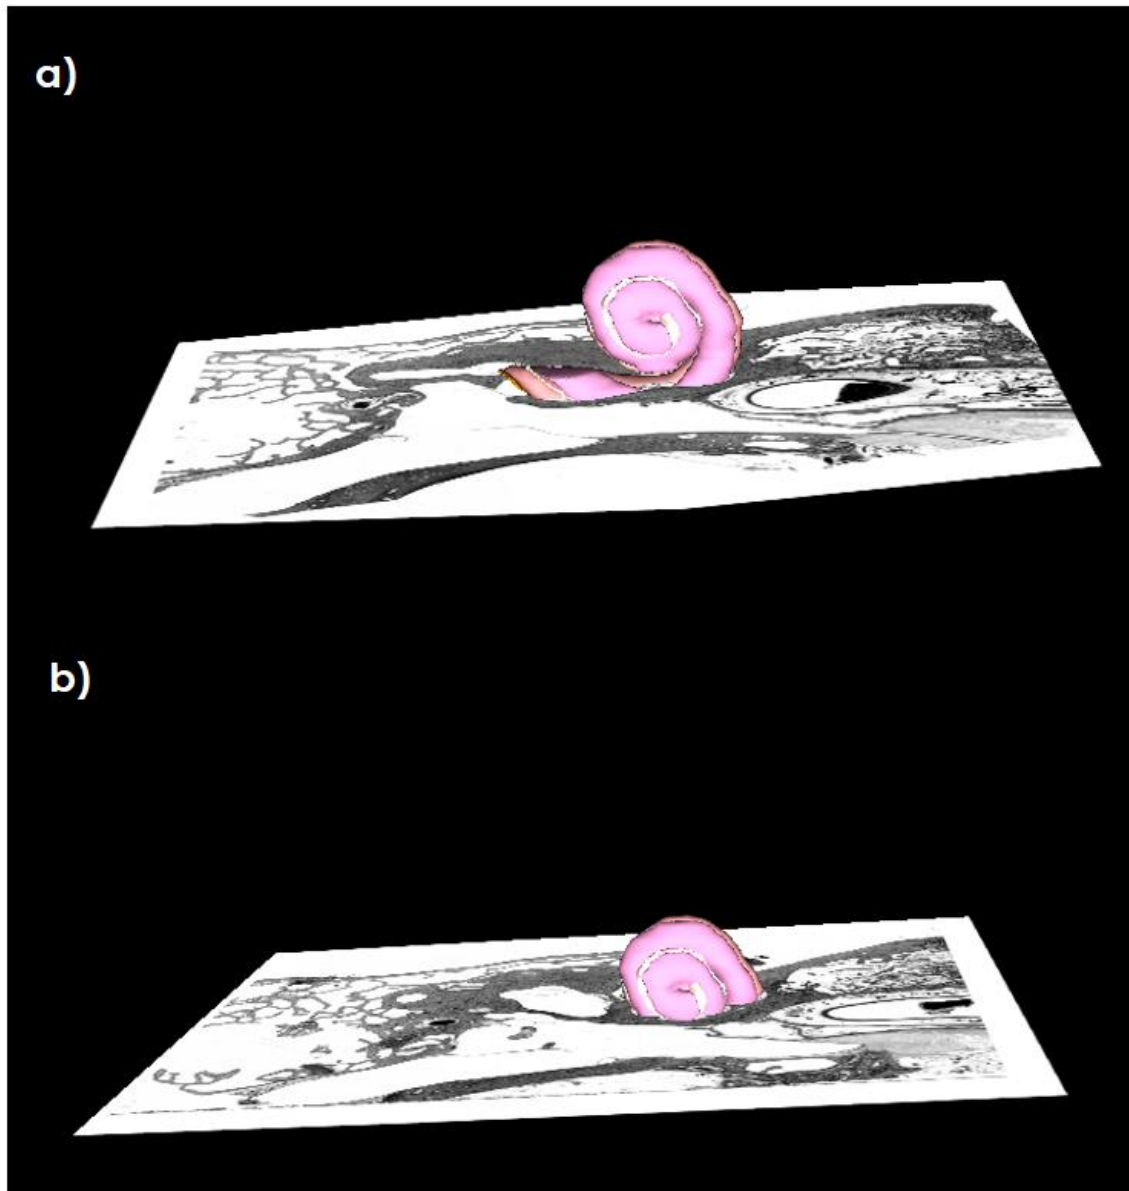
2 Definición de las tomografías tomadas para definir un plano que contenga la sección transversal a un tramo definido del eje axial de la cóclea. a) Tomografía inicial; b) Tomografía final. [Imágenes extraídas del software EPL-3D Viewer Model of a Human Temporal Bone]
